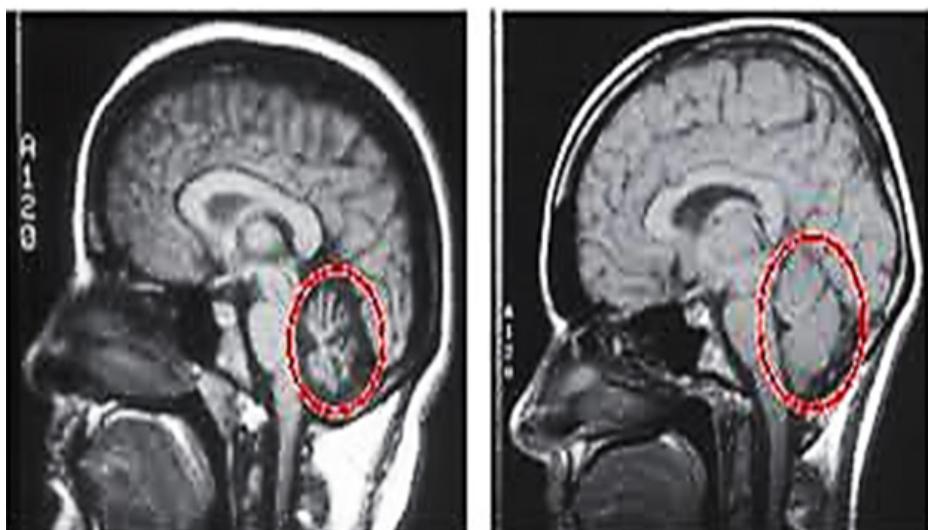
КТ больной О. и здорового ребёнка для сравнения
